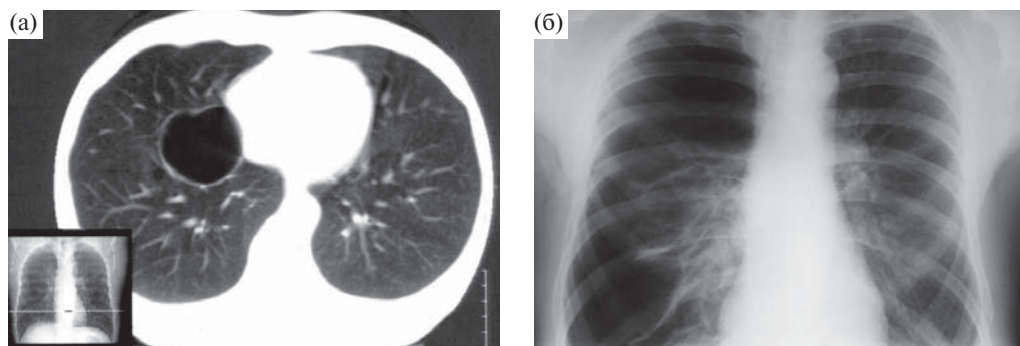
Воздушная киста правого легкого, осложнившаяся спонтанным пневмотораксом: а – МСКТ до пневмоторакса; б – прямая рентгенограмма органов грудной клетки после развития пневмоторакса.
